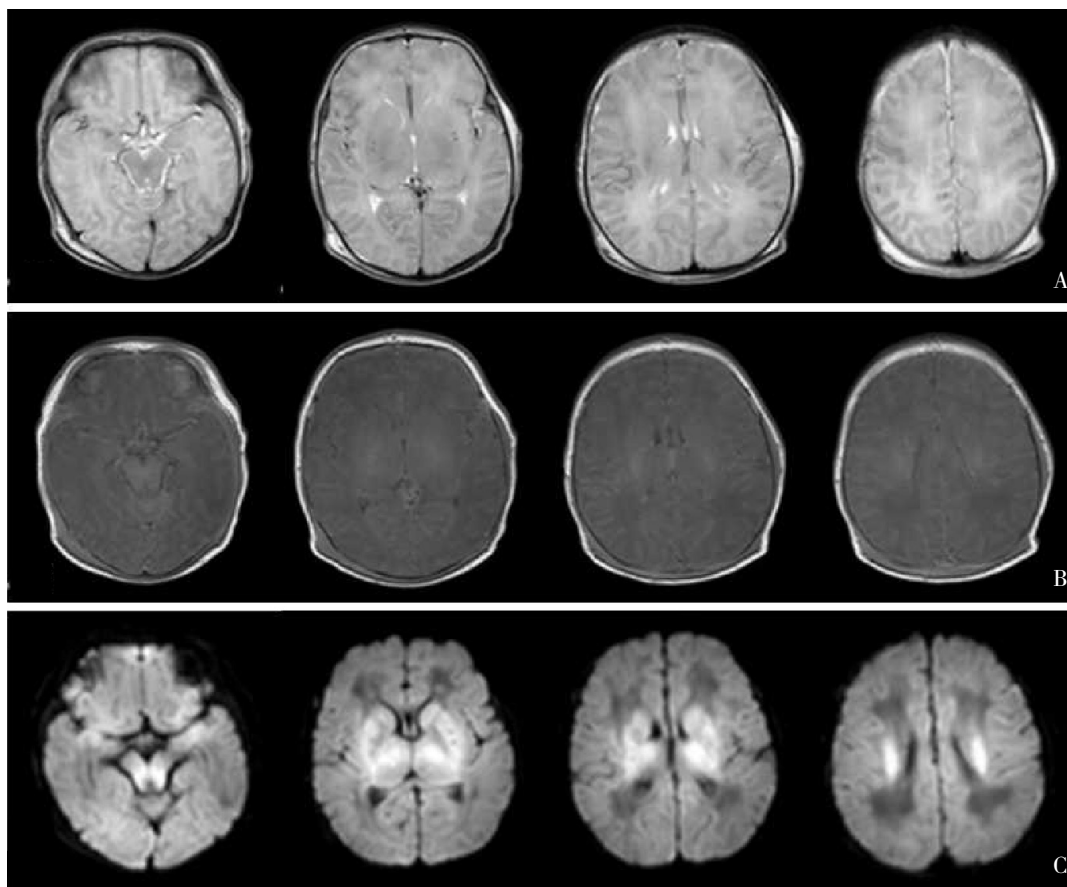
全脑型损伤 重度 HIE 生后 72 h MRI 见脑肿胀，T2WI (A)、T1WI (B) 灰白质广泛分辨不清，基底节、丘脑脑干及半卵圆中心 DWI (C) 表现高信号。
